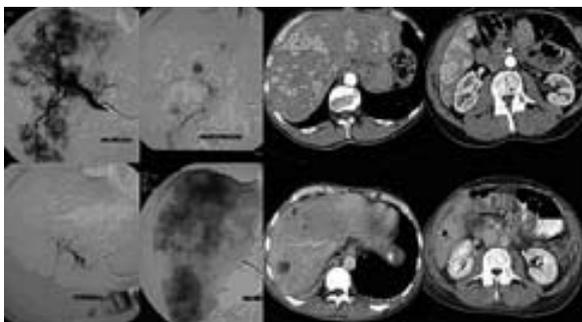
Superselektive TACE in mehreren Sitzungen bei multi-fokalem Befall der Leber mit Filiae eines NET. Angiographie und CT-Befund. Superselektive Angiographie der Einzelherde, in der unteren Reihe 2. Bild v. li: Befund nach der 2. Sitzung: ein Großteil der Herde ist bereits embolisiert (erkennbar als helle, kreisförmige Aussparungen), das Leberparenchym ist weiter kontrastiert. CT obere Reihe vor Embolisierung; CT untere Reihe 14 Tage nach TACE.
